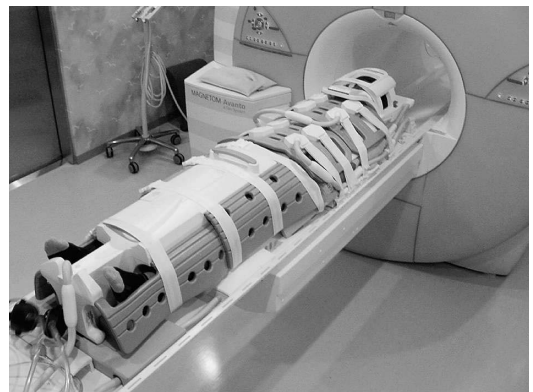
Total imaging matrix for the whole body MRI
